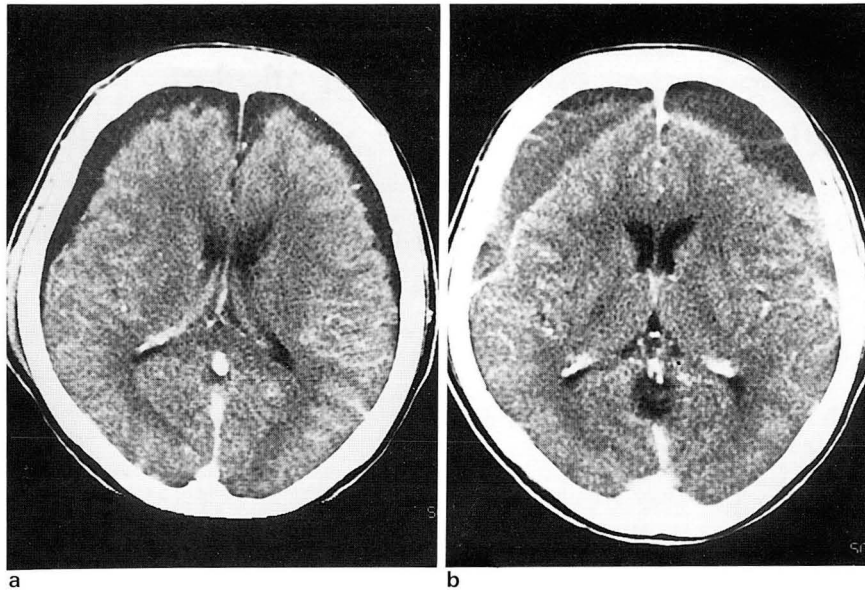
Serial CT scans show the development of chronic subdural hematoma following subdural hygroma. Bilateral asymmetric hypodense areas were seen on the second day after head injury(a). Follow-up CECT on the 68th day(b) showed increased in size and density on both lesions, with linear contrast enhancement along the inner wall.
